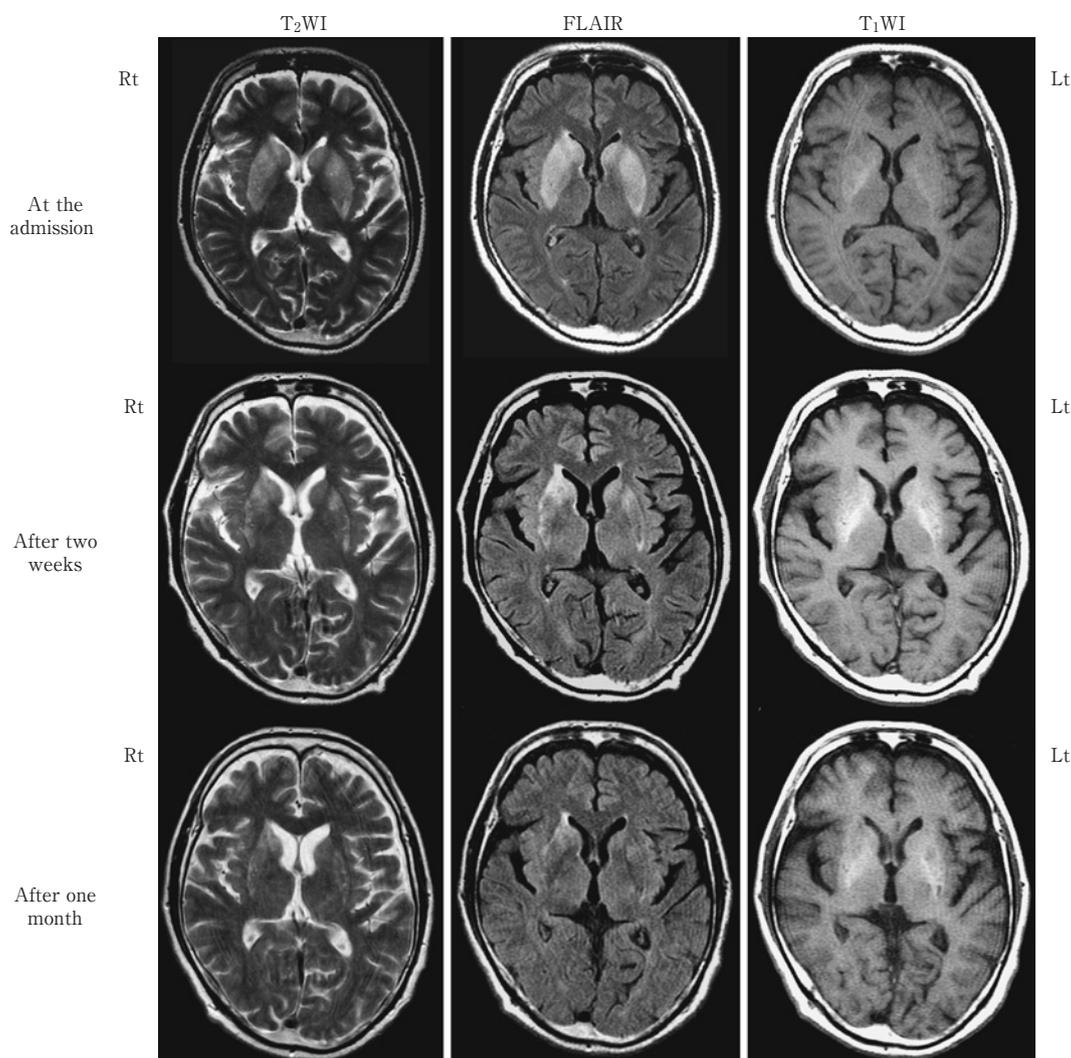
Changes in MRI findings.
